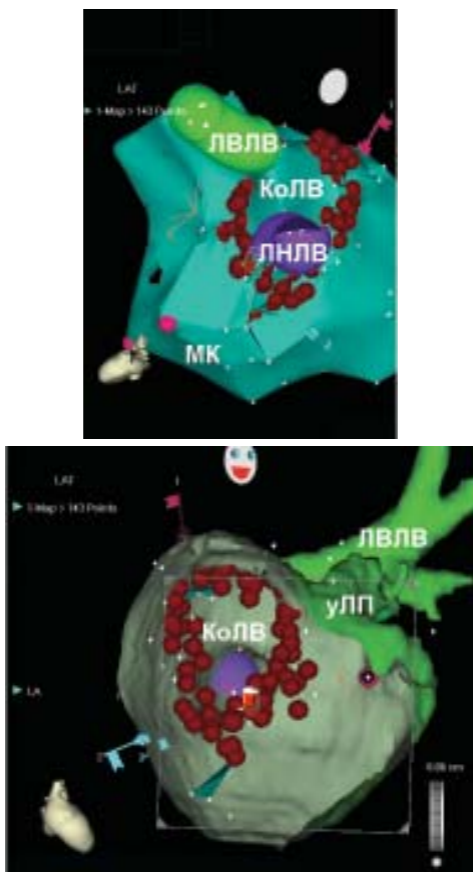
Сверху представлена трёхмерная анатомическая реконструкция ЛП. Справа - СКТ ЛП с использованием функции «clipping plane» (Carto Merge). Проводится циркулярная РЧА по устью коллектора легочных вен (ЛВ) - КолВ. Здесь и далее, тёмно-красным цветом обозначены точки аблации, ЛВЛВ - левая верхняя ЛВ, ЛНЛВ - левая нижняя ЛВ, МК - митральный клапан, уЛП - ушко ЛП.
